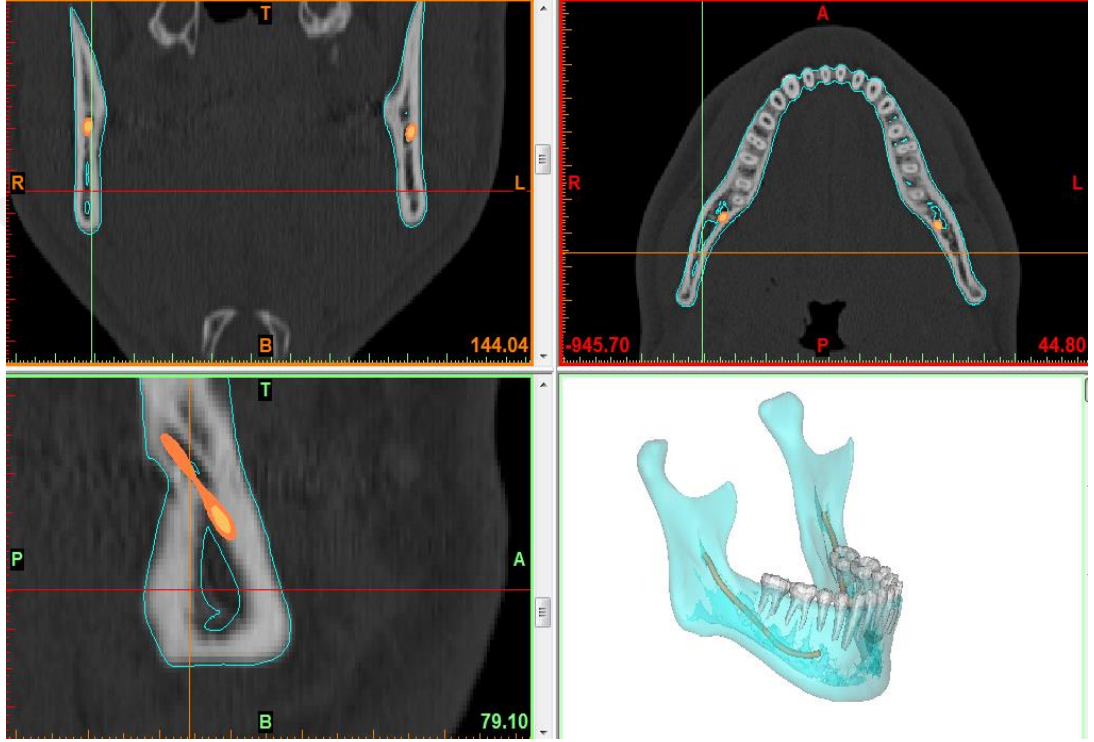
İncelenen tomografi görüntüsünün kesitleri.
